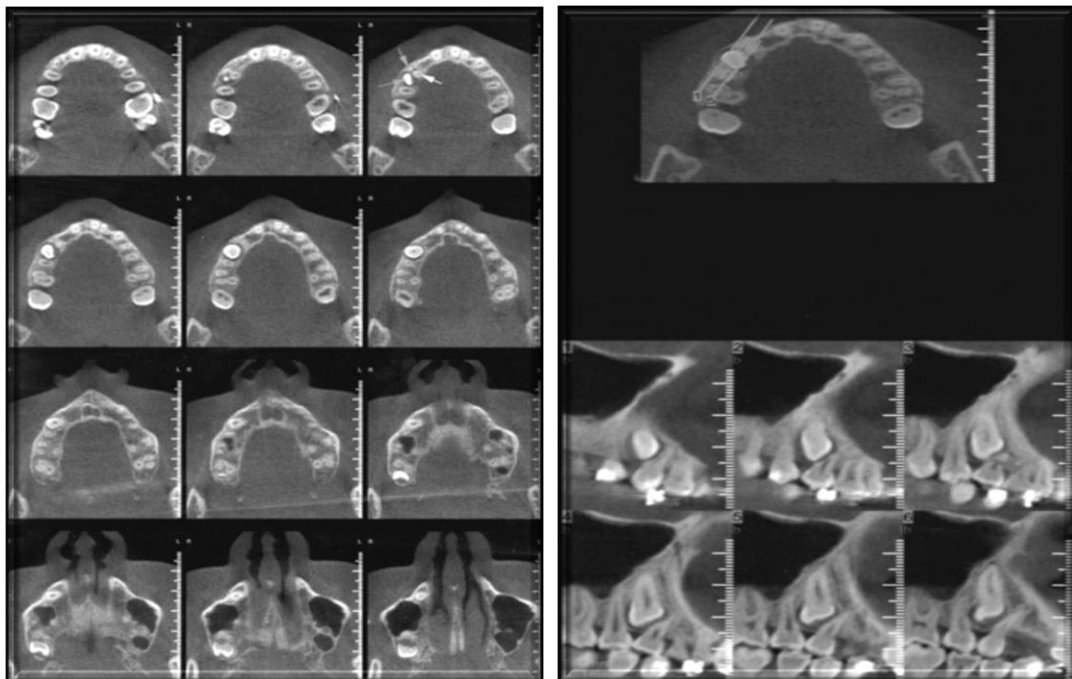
Tomografia computadorizada de feixe cônico em cortes axiais com canino retido.
